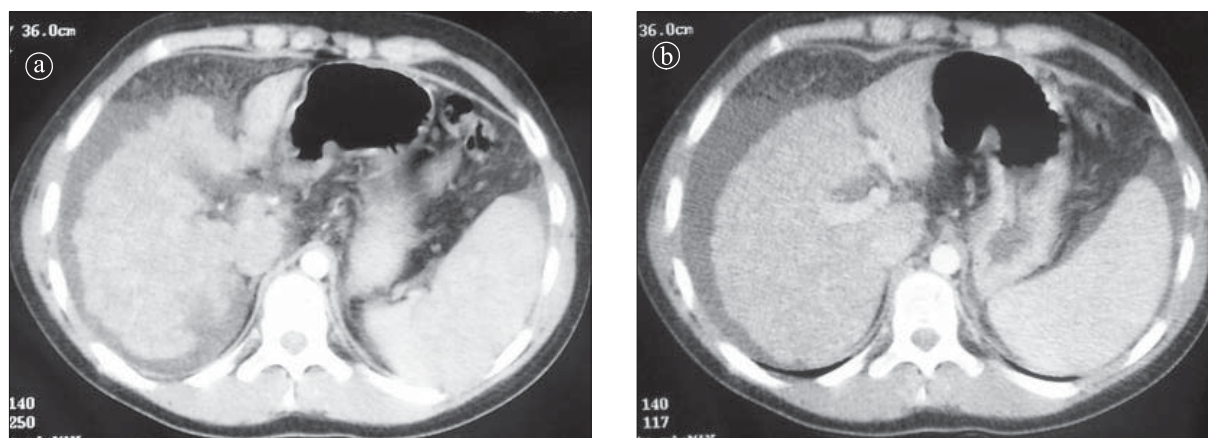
Ciroză hepatică într-un caz de boală Wilson. a) b) Secțiuni axiale CT postcontrast. Ficat cu dimensiuni reduse, cu structură inomogenă, cu multipli noduli, contur boelat. Vena portă dilatăată. Lichid de ascită.
